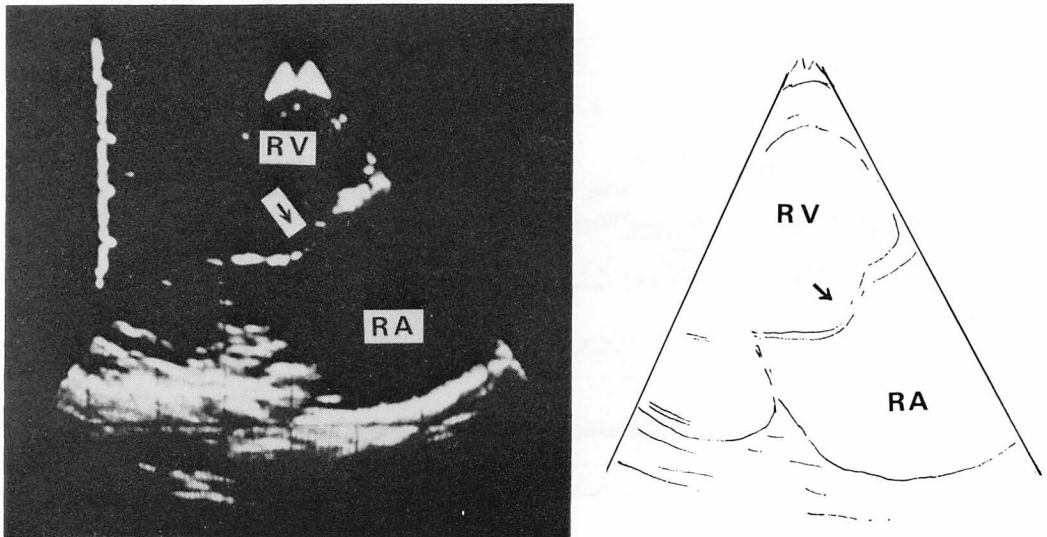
Two-dimensional echocardiogram obtained from 3L in Case 1.
